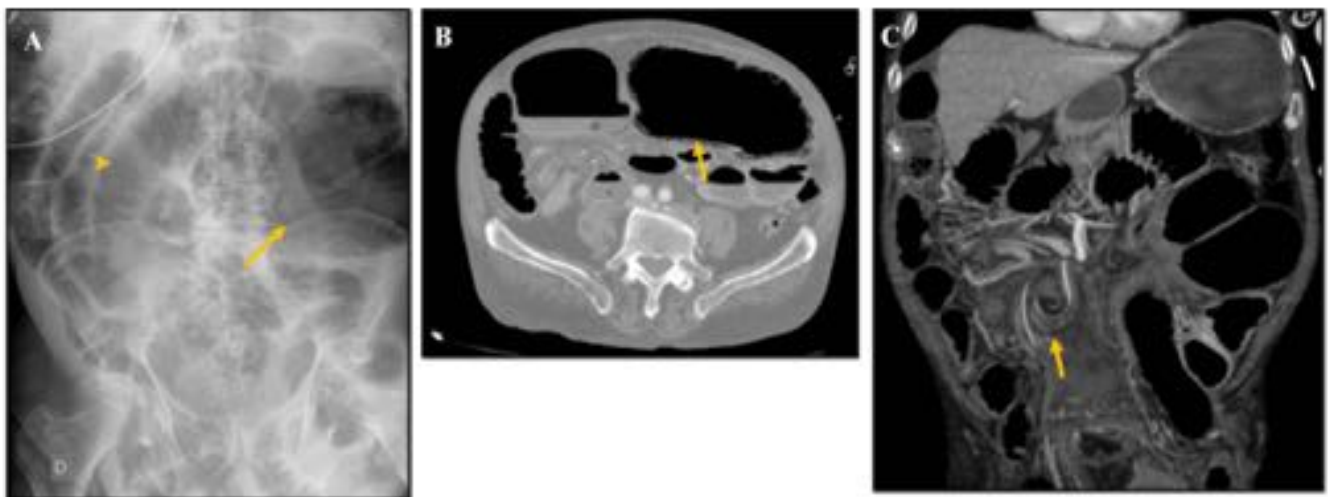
Vólvulo cecal. Varón de 74 años con dolor abdominal y vómitos. A) Rx de abdomen en la que se observa el ciego distendido (flecha) y en posición anómala en el cuadrante superior izquierdo. Hay dilatación de las asas de intestino delgado (cabeza de flecha). B) Imagen axial de TC en la que se confirma la posición ectópica del ciego en el hemiadomen izquierdo, con neumatosis intestinal (flecha). C) Imagen coronal con el punto de torsión y el giro de los vasos mesentéricos (flecha).
